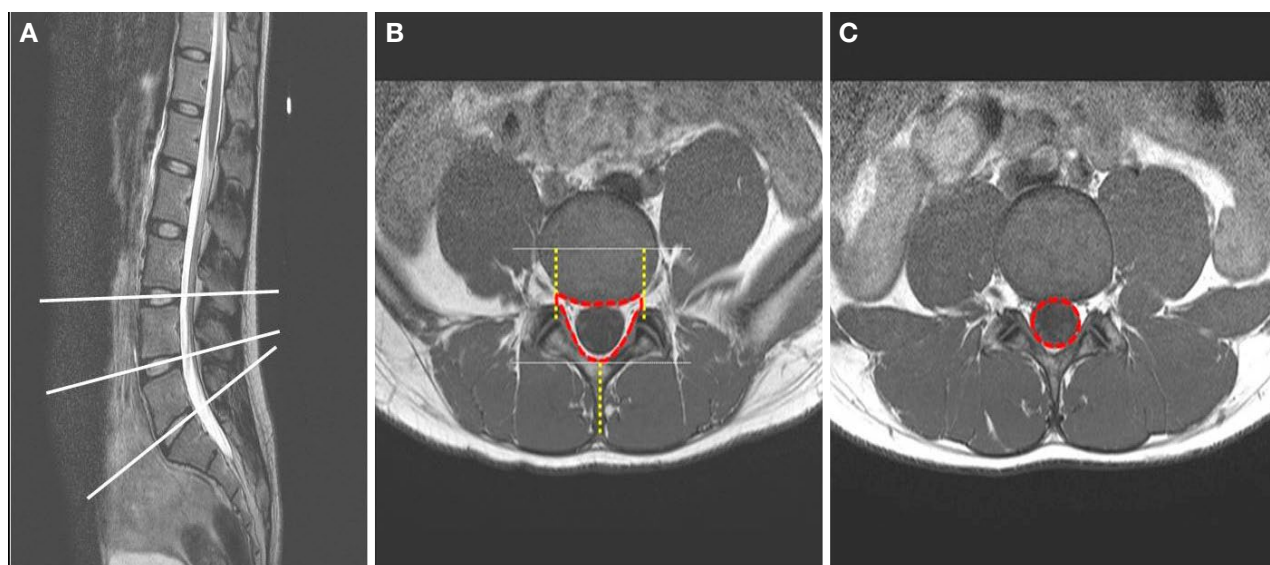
(A) To measure the cross-sectional areas of the vertebral canal and dural sac, transverse plane images were obtained at three lumbo-sacral intervertebral disc levels in the sagittal image (white lines: transverse plane image reference lines). (B) Axial MR image of the lumbar spine. The vertebral canal cross-sectional area was measured using the free-line region of interest calculator within the Infinitt PACS system in axial MR images, as shown by the red line in the image. (C) Axial MR image of the lumbar spine. The dural sac of the vertebral canal was measured using the free-line region of interest calculator within the Infinitt PACS system in axial MR images, as shown by an oval dotted line in the image. A color version of this figure is available in the online journal.
